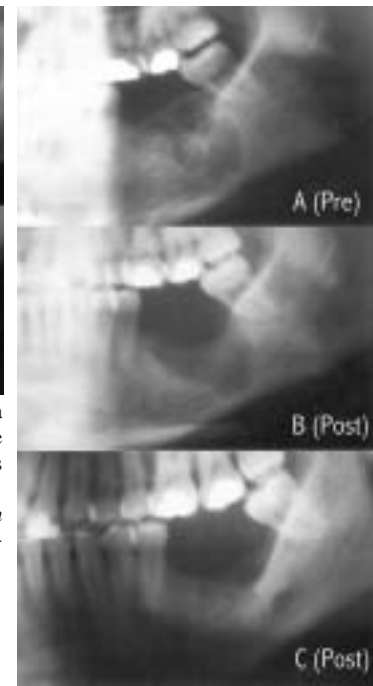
Caso 1. A: Lesión radiolúcida a nivel del cuerpo mandibular que alcanza incisivos; B: Radiografía panorámica postoperatoria (a los cuatro meses de la intervención).
